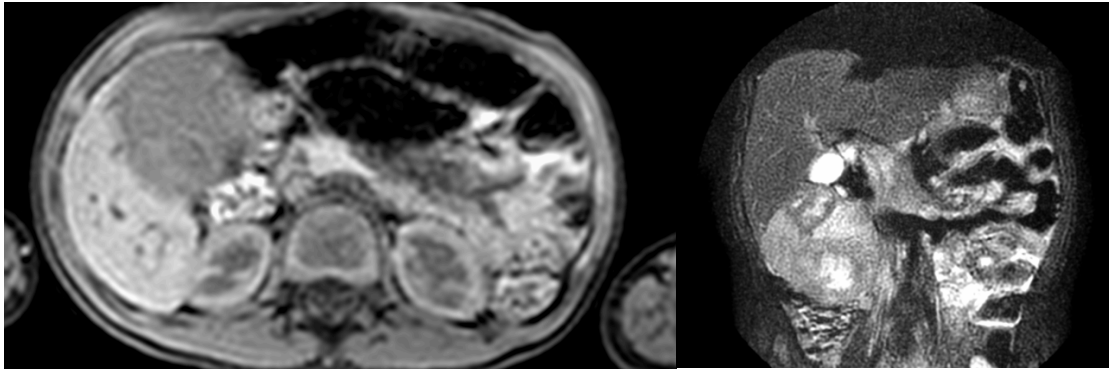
A. Paciente de siete años con sensación de distensión abdominal y AFP de 2.1 ng/L, con hallazgos patológicos que confirman hepatoblastoma fetal bien diferenciado. [corte axial CT].
